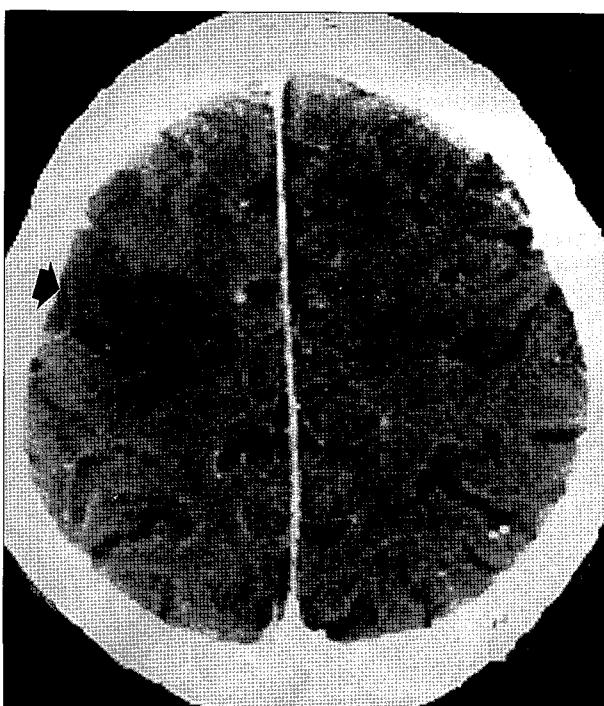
postoperative axial contrast-enhanced brain CT showed right middle cerebral infarction (arrow).
